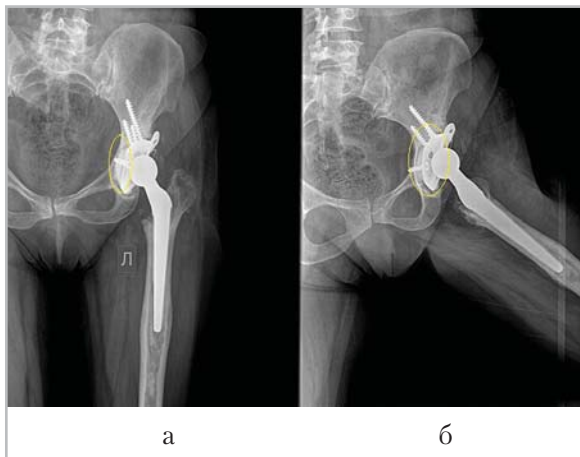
Рентгенограммы левого тазобедренного сустава в прямой (а) и аксиальной (б) проекциях, выполненные после тотального реэндопротезирования. Положение ножки эндопротеза центральное. Покрытие чашки протеза костью полное. Вокруг нее определяется полоса резорбции костной ткани шириной до 4 мм (эллипсовидные метки), что говорит о нарушении адаптивной перестройки костной ткани после оперативного вмешательства и развитии рискованного состояния асептической нестабильности
